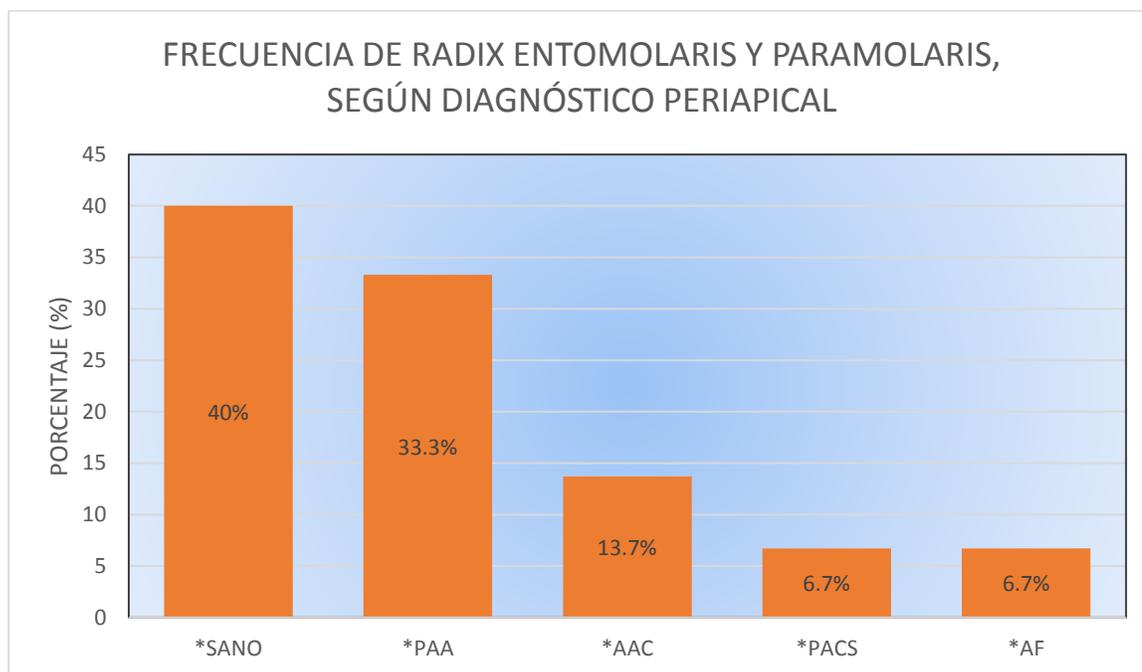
Frecuencia de Radix Entomolaris y Paramolaris, según Diagnóstico Periapical. *(Sano, PAA. Periodontitis Apical Agudo, AAC. Absceso Apical Crónico, PACS. Periodontitis Apical Crónico Supurativo, AF. Absceso Fenix).
